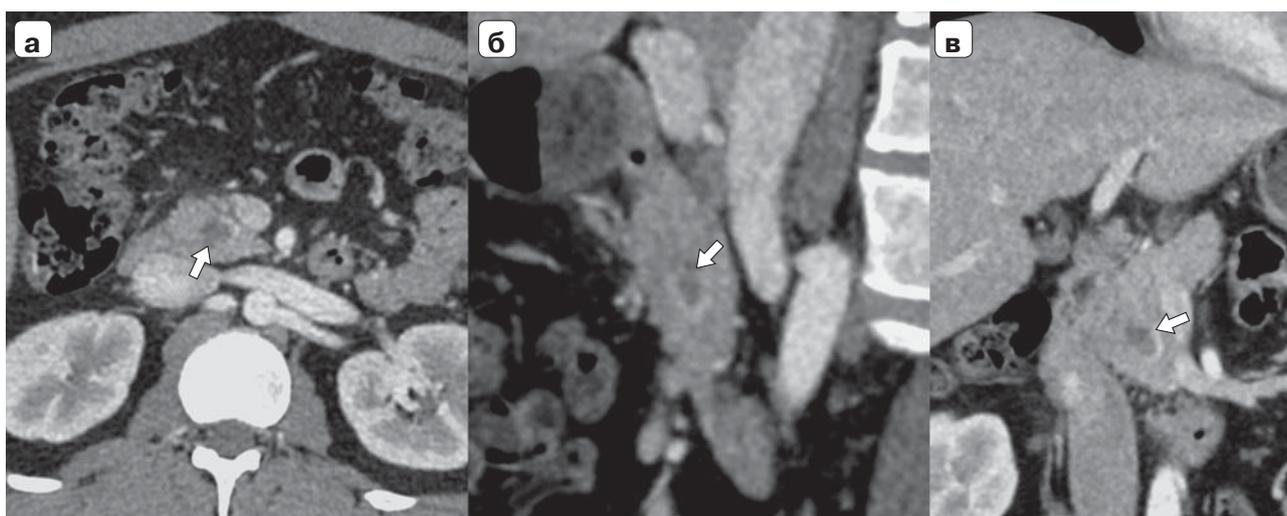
Компьютерные томограммы. Исследование после РЧА: а – аксиальная проекция; б – сагиттальная проекция; в – фронтальная проекция. Видна ограниченная аваскулярная зона с тонким резидуальным гиперваскулярным ободком по периферии. Стрелками указана зона РЧА.
